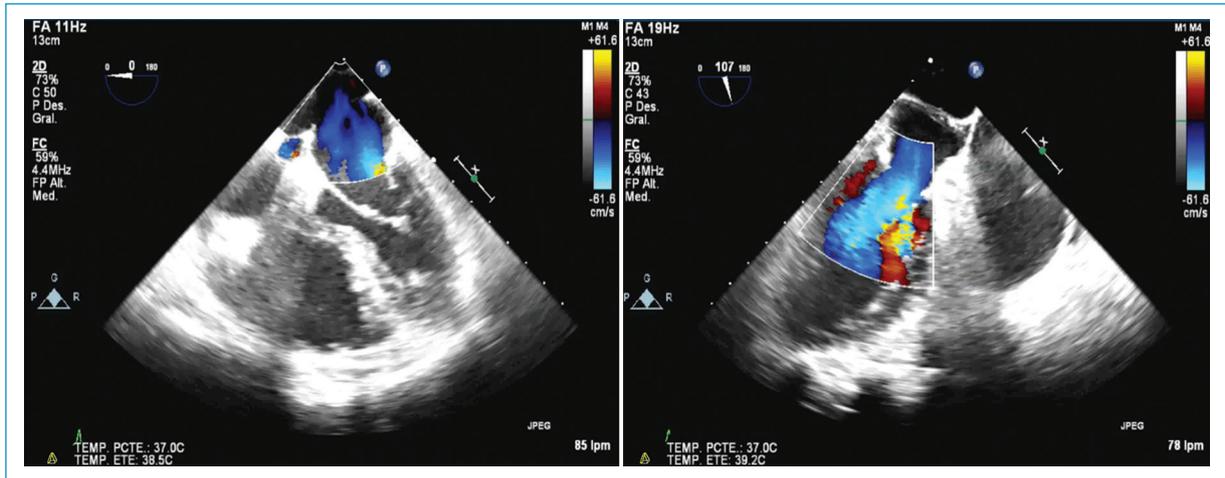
Ecocardiograma transesofágico en el que se observa septación auricular izquierda configurando *cor triatriatum sinister*.
